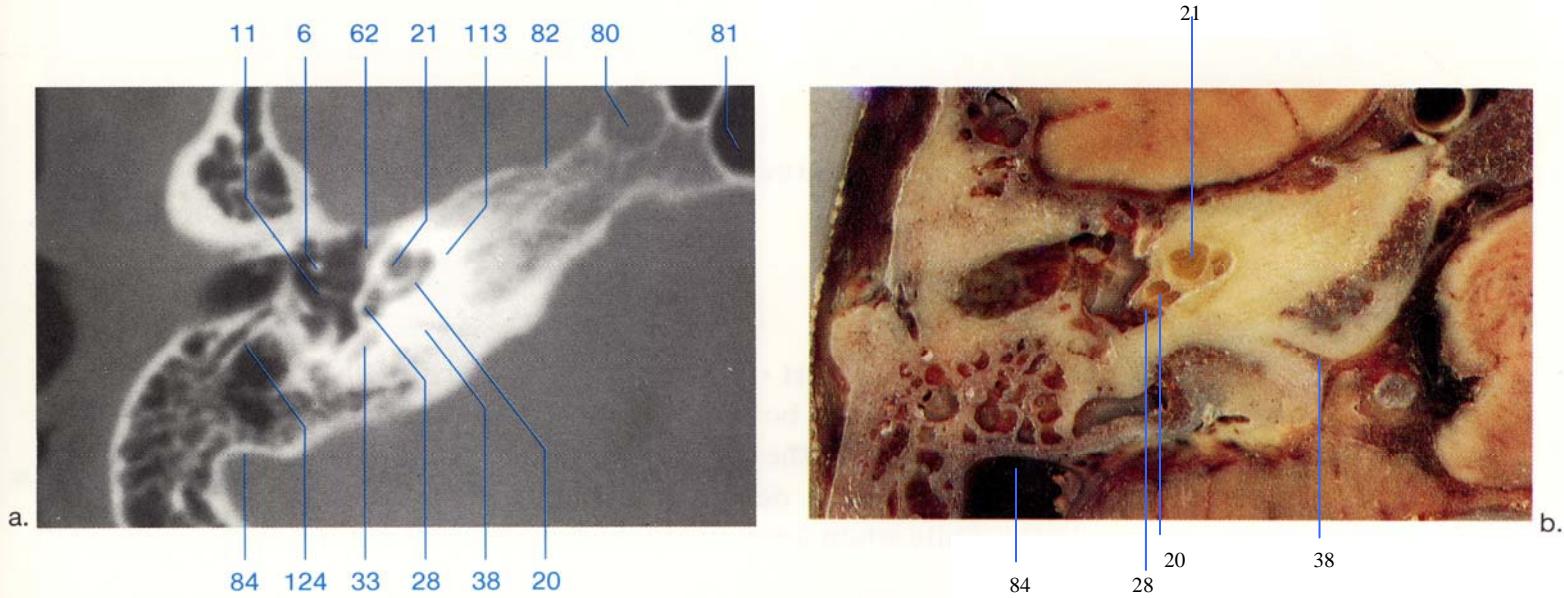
Correlative CT anatomy in the transverse plane at the level of the stapes. See text for a more detailed description.
